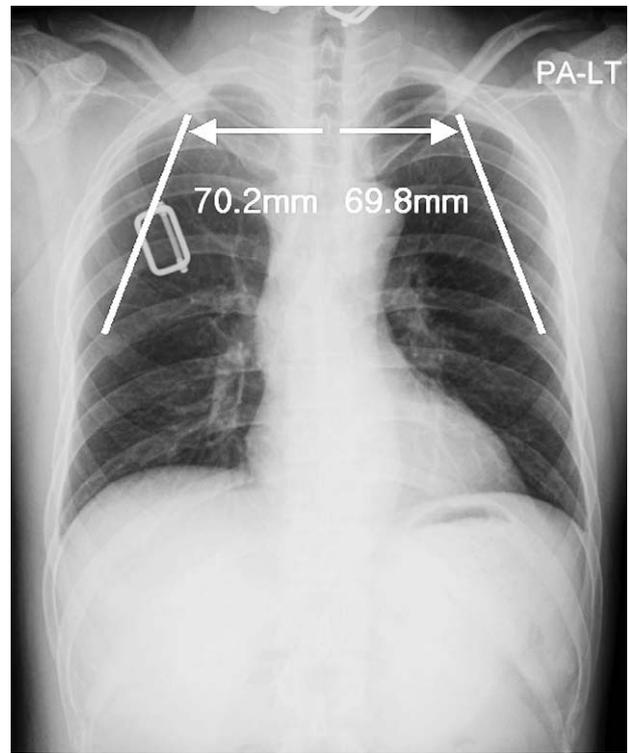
After figure of eight bandage application, 4 days later, chest roentgenogram showing the reduction of right scapula displacement.
